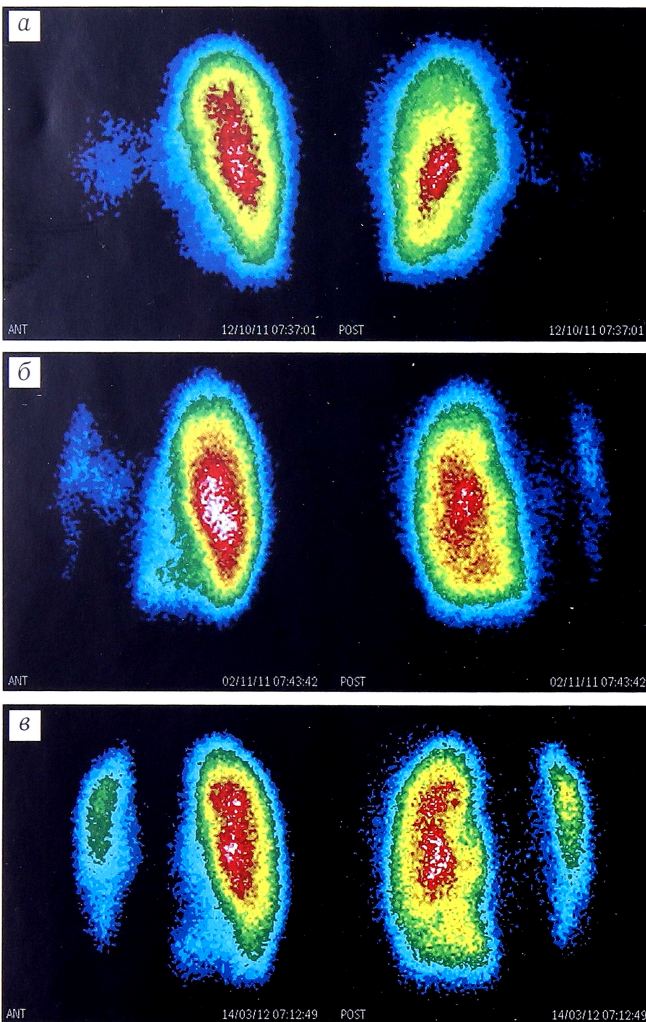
Пульмоносцинтиграммы больного X. 18 лет.
